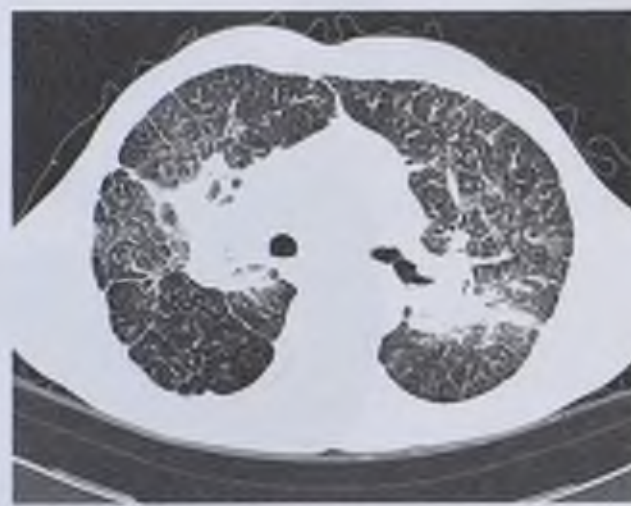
Компьютерная томограмма. Двустороннее диффузное интерстициально-диссеминированное поражение легких
